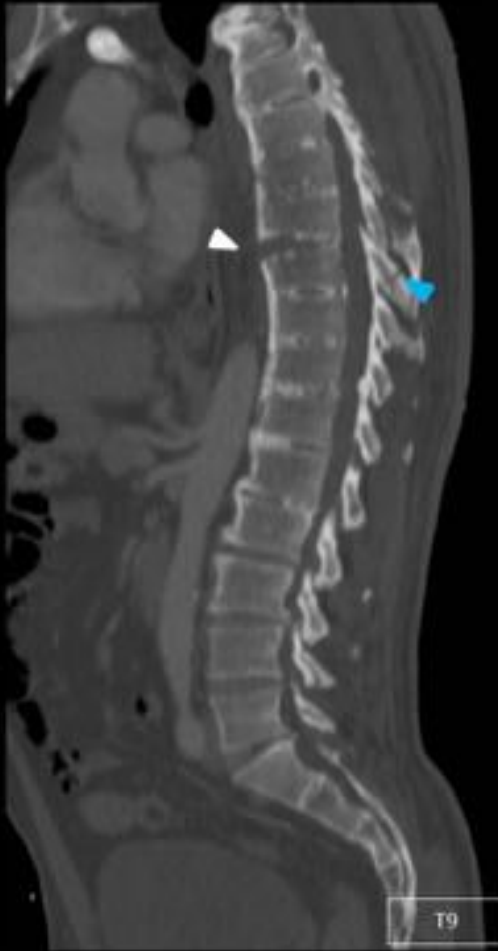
Reconstrucciones MP sagitales (a,b) y RM secuencias sagitales STIR (c) y T2 (d), y axial T2 de paciente politraumatizado por choque frontal con paraplejia completa. Fractura TRASLACIÓN C7-T1 (punta de flecha blanca) con luxación de facetaria derecha (punta de flecha azul). Signos de mielopatía (punta de flecha morada) con importante afectación ligamentosa (puntas de flecha amarilla). TLICS: M (3) + CLP (3) + E.N (2): > a 4 puntos, tratamiento quirúrgico.
